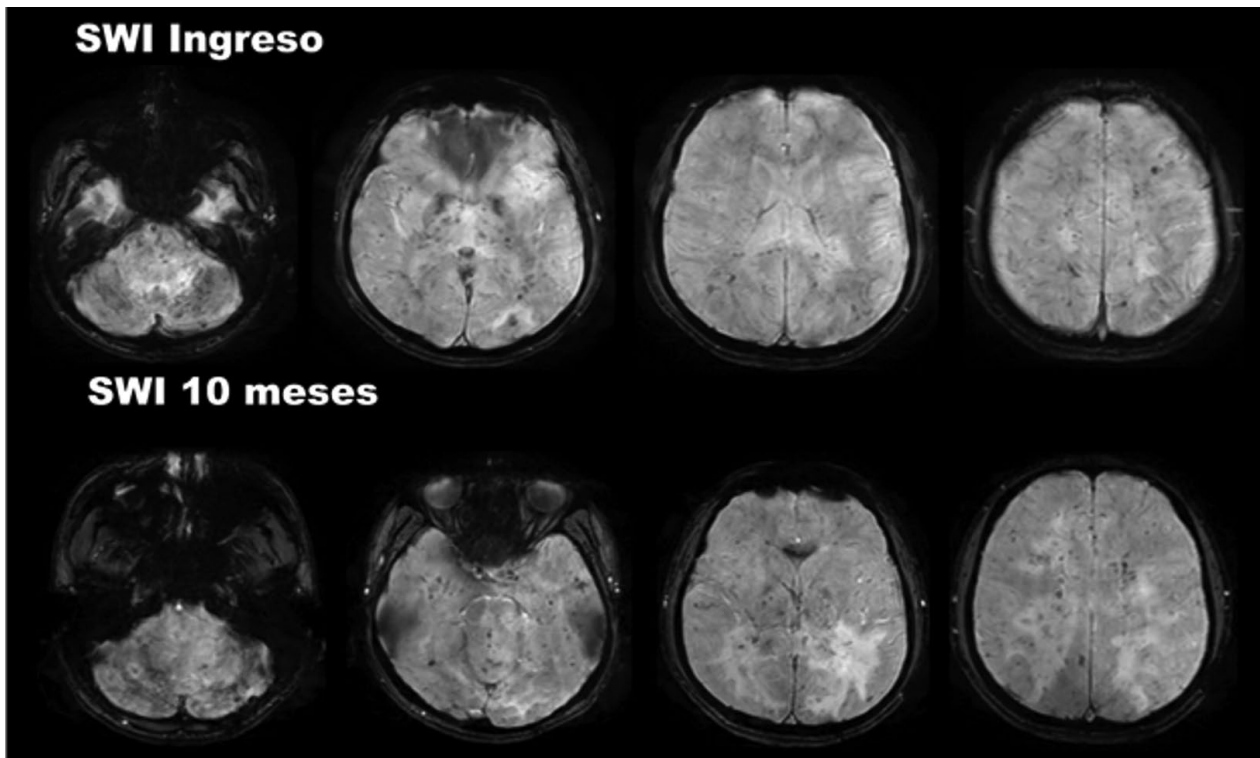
SWI (de ingreso y 10 meses posteriores), se observan diferentes hipointensidades a lo largo de los cortes, las cuales han aumentado respecto al ingreso, también se observan las hiperintensidades ya descritas en la secuencia T2-FLAIR.
